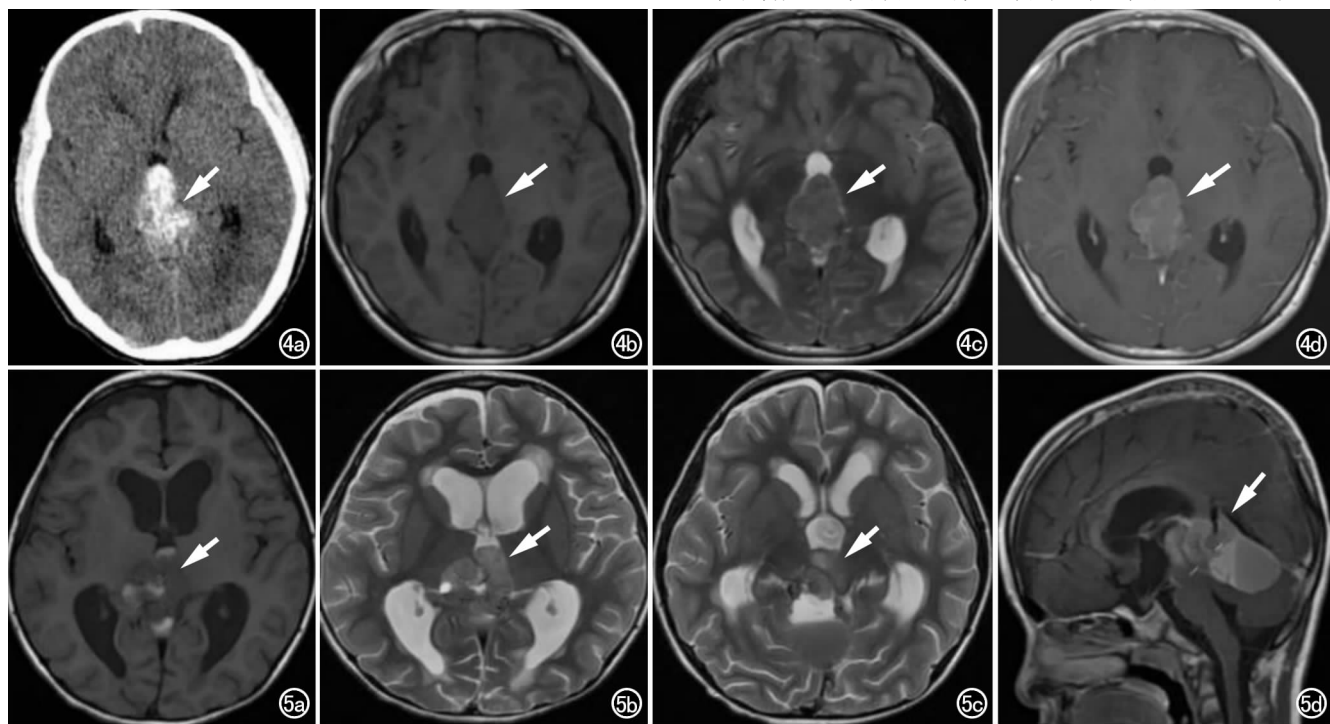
女,11岁,中分化的松果体实质细胞瘤,WHO II~III级,因反复头痛、头晕4个月,加重伴呕吐1周入院。a)CT平扫示松果体区高密度软组织肿块(箭),边界清楚,形态尚规则;b)T₁WI示松果体区团块状低信号病灶,边界清楚(箭);c)T₂WI示病灶呈稍高信号(箭);d)增强扫描示病灶明显不均匀强化(箭)。
